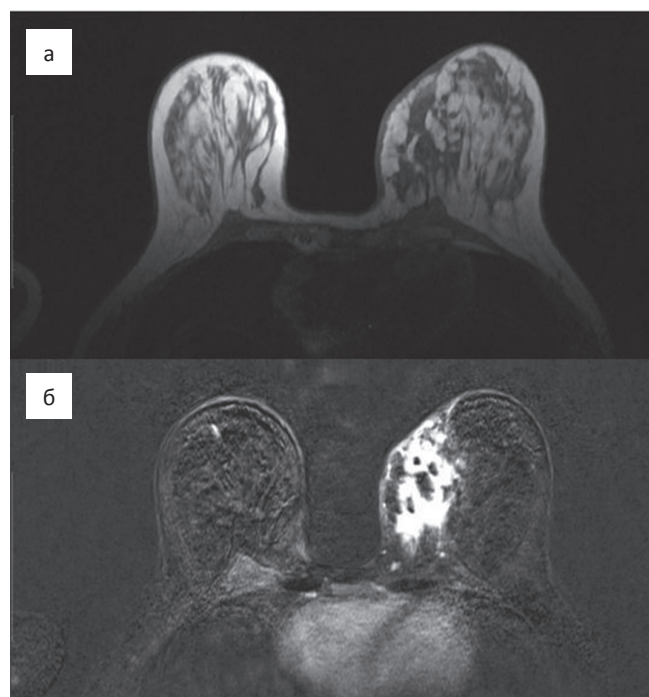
МРТ с ДКУ: (а) — T_1 -ВИ. Отёк мягких тканей передней грудной стенки и кожи слева; (б) — T_1 -постконтрастный с жироподавлением (субтракция). Гипervasкулярный инфильтрат с нечёткими тяжистыми контурами в нижневнутреннем квадранте слева
